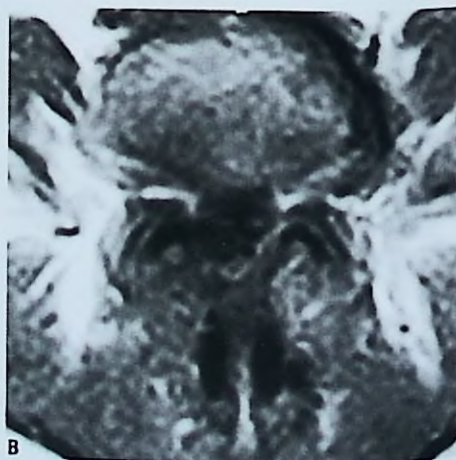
RM axial en T2 que muestra un canal estrecho lumbar lateral (A) y luego del recalibrado con estabilización dinámica (B).
